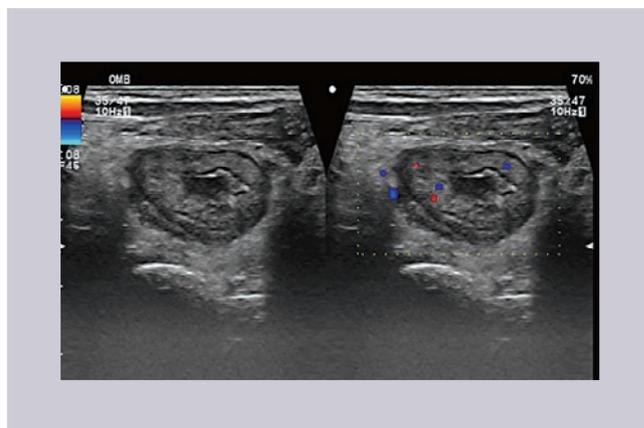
Corte transversal en escala de grises y con aplicación de eco-Doppler. Se observa imagen en dona (asa dentro de asa) con una capa externa hipoecoica, una media ecogénica y una interna hipoecoica.
